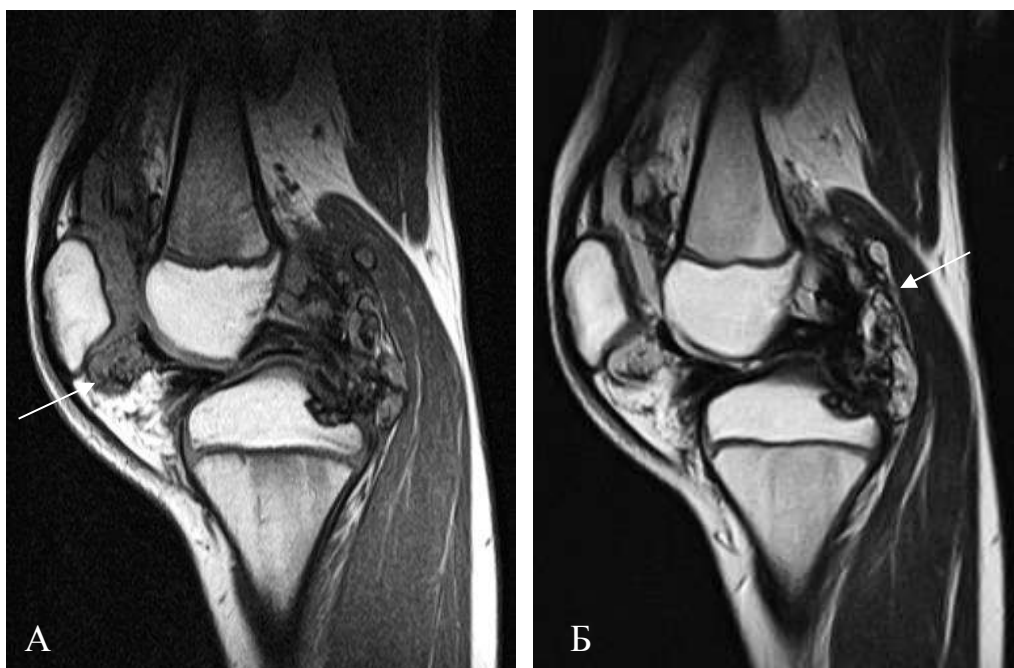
МРТ коленного сустава в сагиттальной проекции в режимах T1-ВИ (А) и T2-ВИ (Б). Массивные отложения гемосидерина в мягких тканях передней и задней поверхностям суставов
